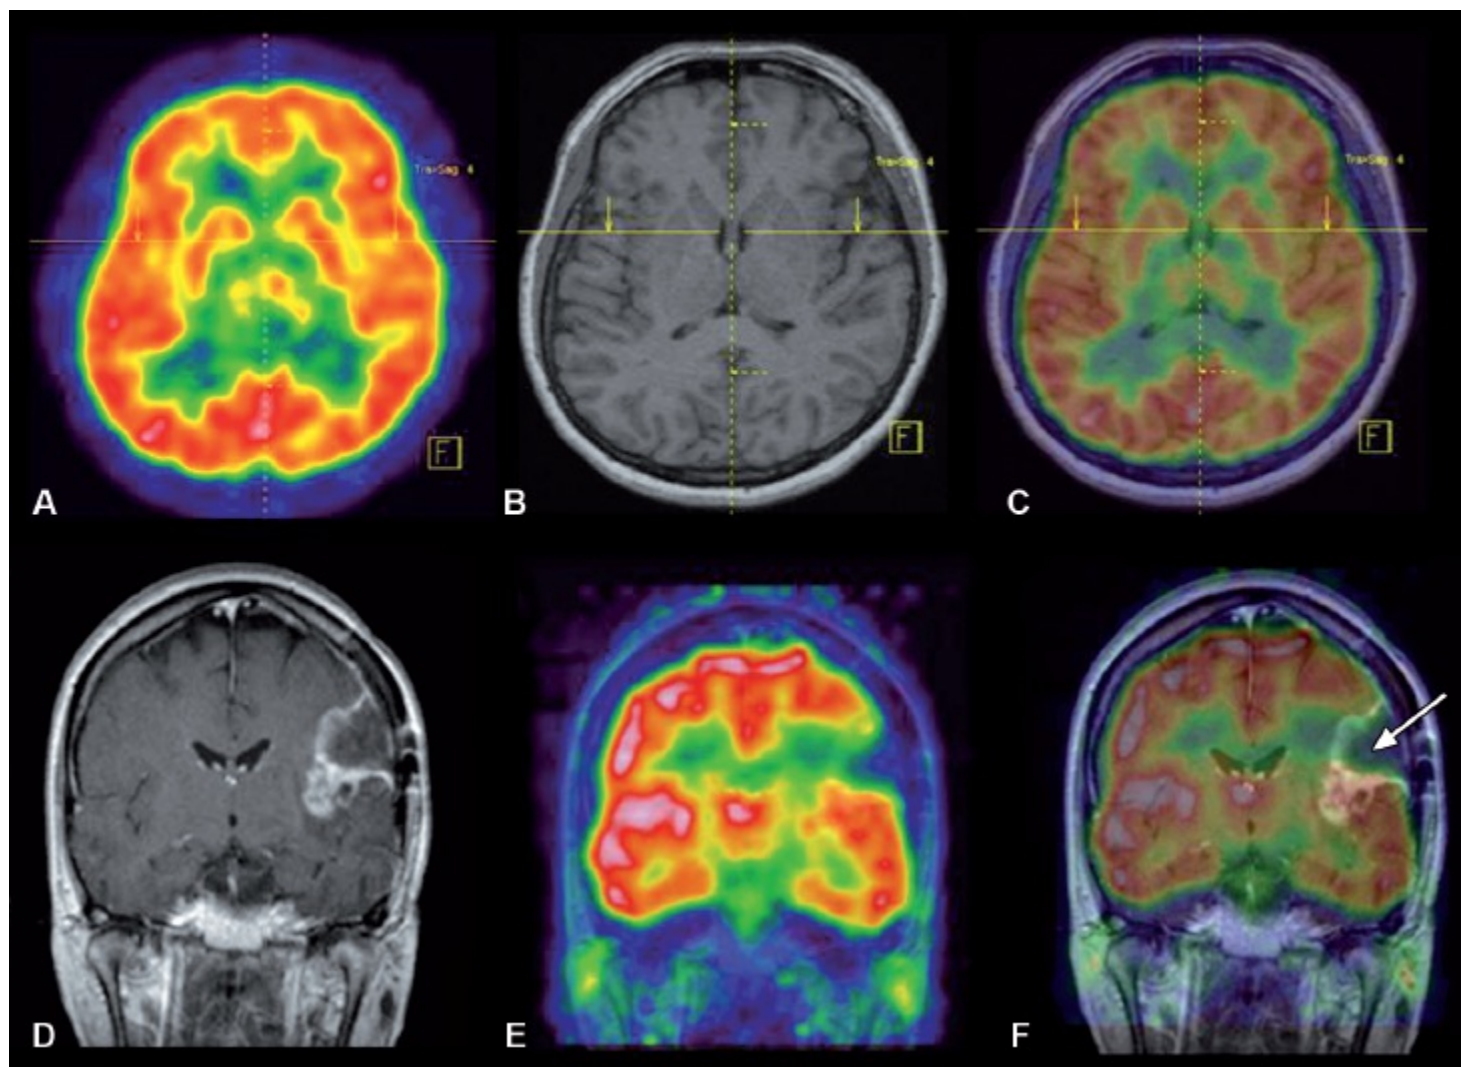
Tomografia por emissão de pósitrons. A-C. Sequência de imagens de aspecto metabólico e anatômico normais (PET, RM e PET+RM, respectivamente) no plano axial no nível dos núcleos da base e tálamo. D-F. Sequência de imagens (RM, PET e PET+RM, respectivamente) no plano coronal. Há metabolismo glicolítico no lobo temporal esquerdo junto à área de ressecção cirúrgica de glioma (*seta*) em correlação com captação de gadolínio ao estudo de ressonância magnética. (Imagem cedida pelo Dr. Michel Carneiro – Chefe da Seção de Medicina Nuclear do INCA/MS e Responsável Técnico do PET/CT Instituto D'Or.)
